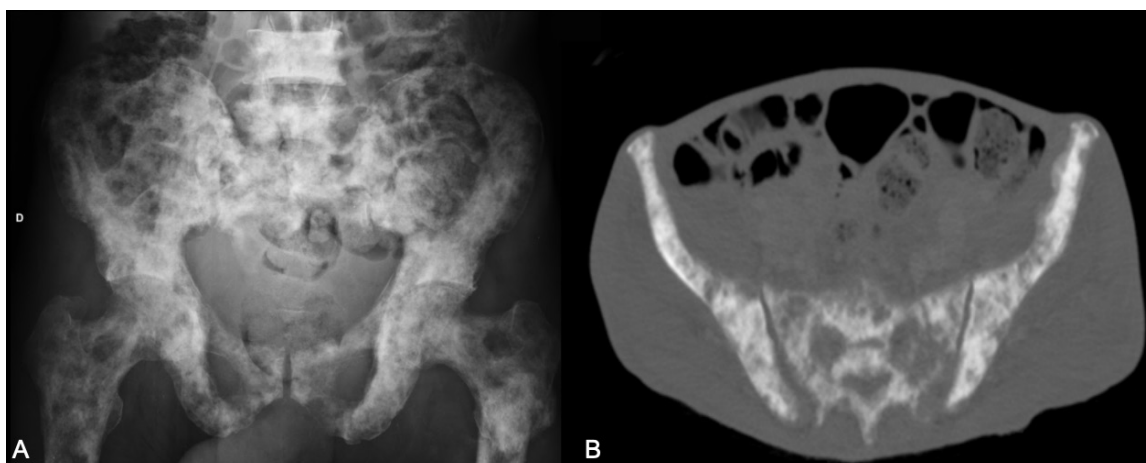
Radiografia da bacia (A) e corte axial da TC mostrando múltiplas lesões ósseas mistas, predominantemente escleróticas, de margens indefinidas e irregulares difusas.
